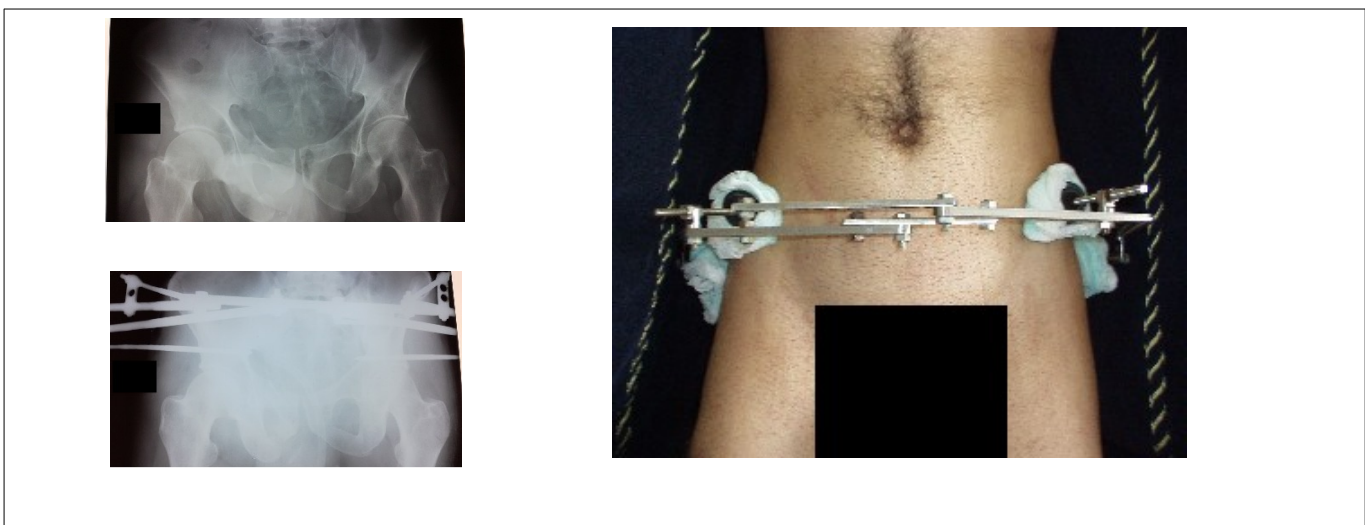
Повреждение таза 61С1.2а2с3 фиксированное в АНФ, слева рентгеновские снимки до и после операции, справа внешний вид пациента.
